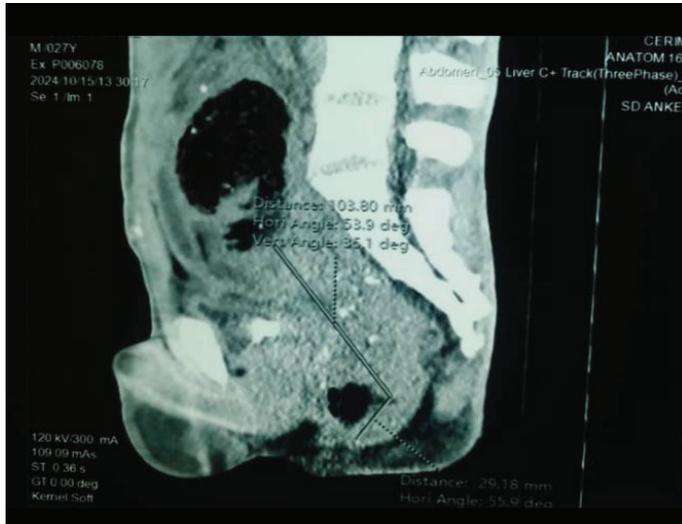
TDM abdominopelvien montrant une tumeur obstructive rectosigmoïdienne.
